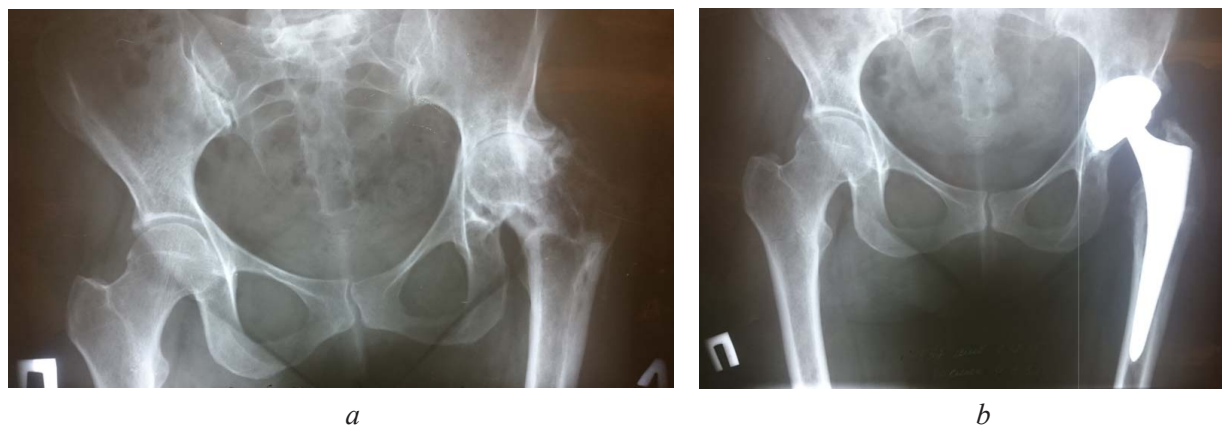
Рентгенограммы пациентки К.: *a* – до операции; *b* – через 2 года после операции
